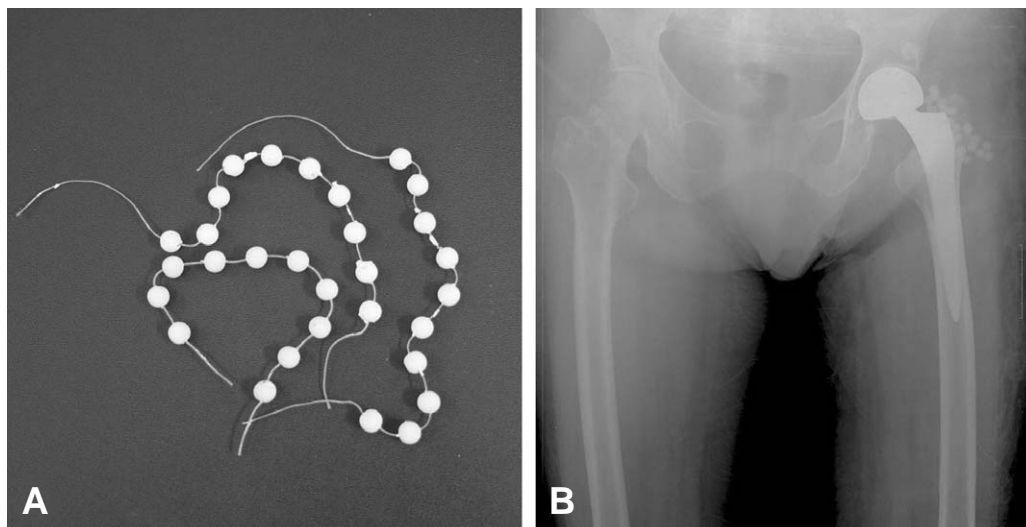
(A) Vancomycin impregnated calcium sulfate cement bead. (B) Postoperative radiograph showed calcium sulfate cement bead insertion state after debridement and irrigation.
